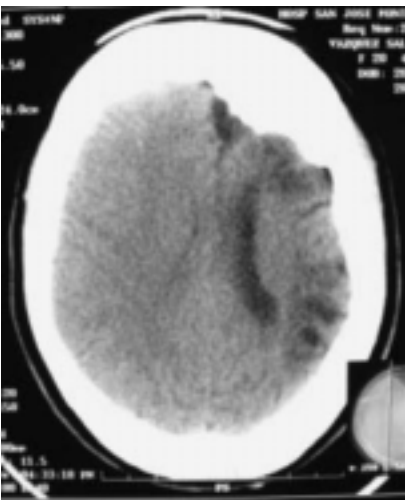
Tomografía Computarizada en corte axial en niveles más altos del encéfalo que muestra lo mismo que la imagen anterior.
